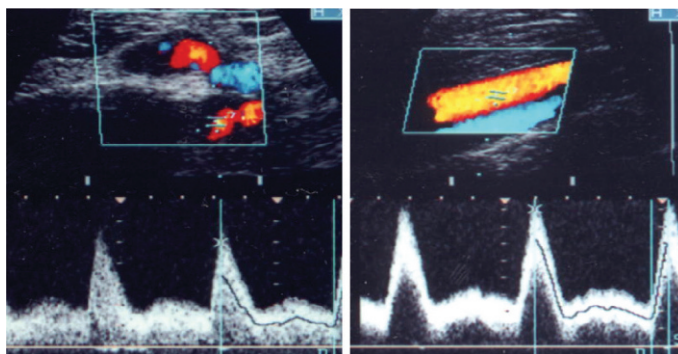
Image de shunt artérioveineux en mode Doppler.
